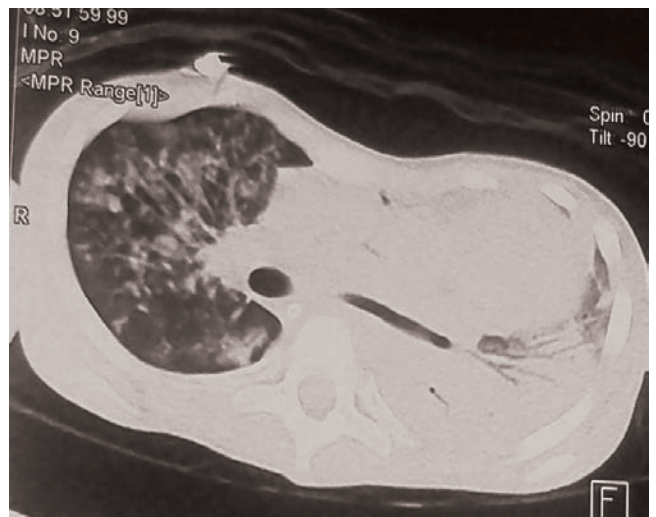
МСКТ больного Р. (описание в тексте)
